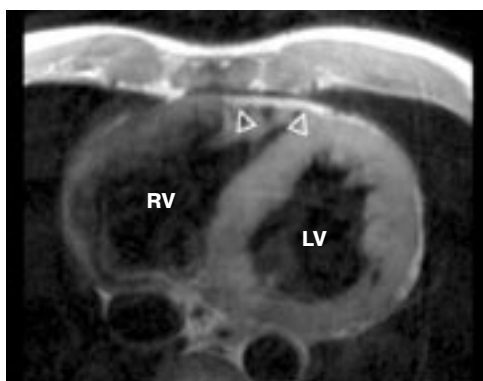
МР-томограммы при АДПЖ: слева – истончение и дилатация миокарда ПЖ, справа – расширение выводного тракта ПЖ
